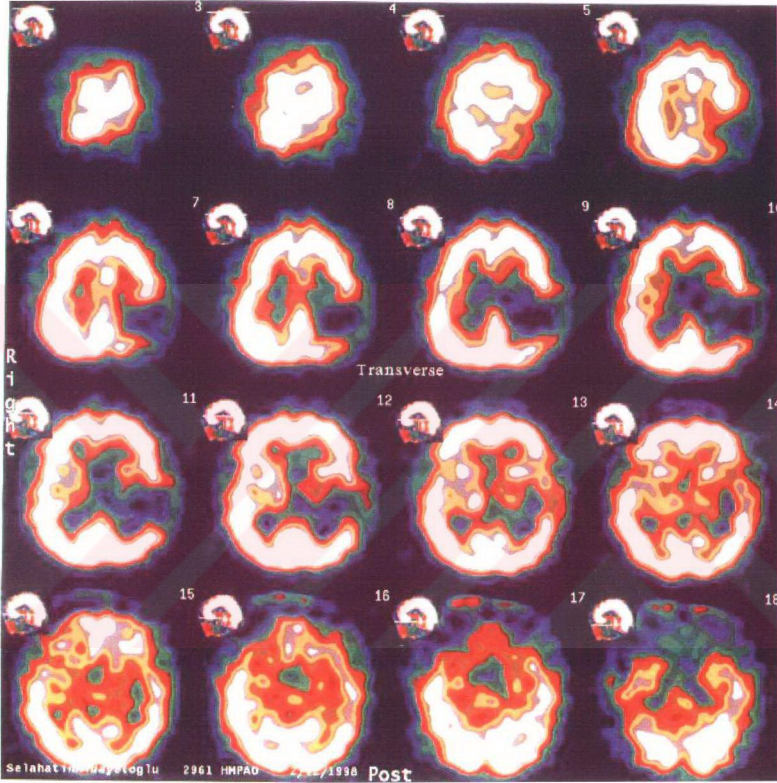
Olgu 3'ün SPECT görüntüsü
